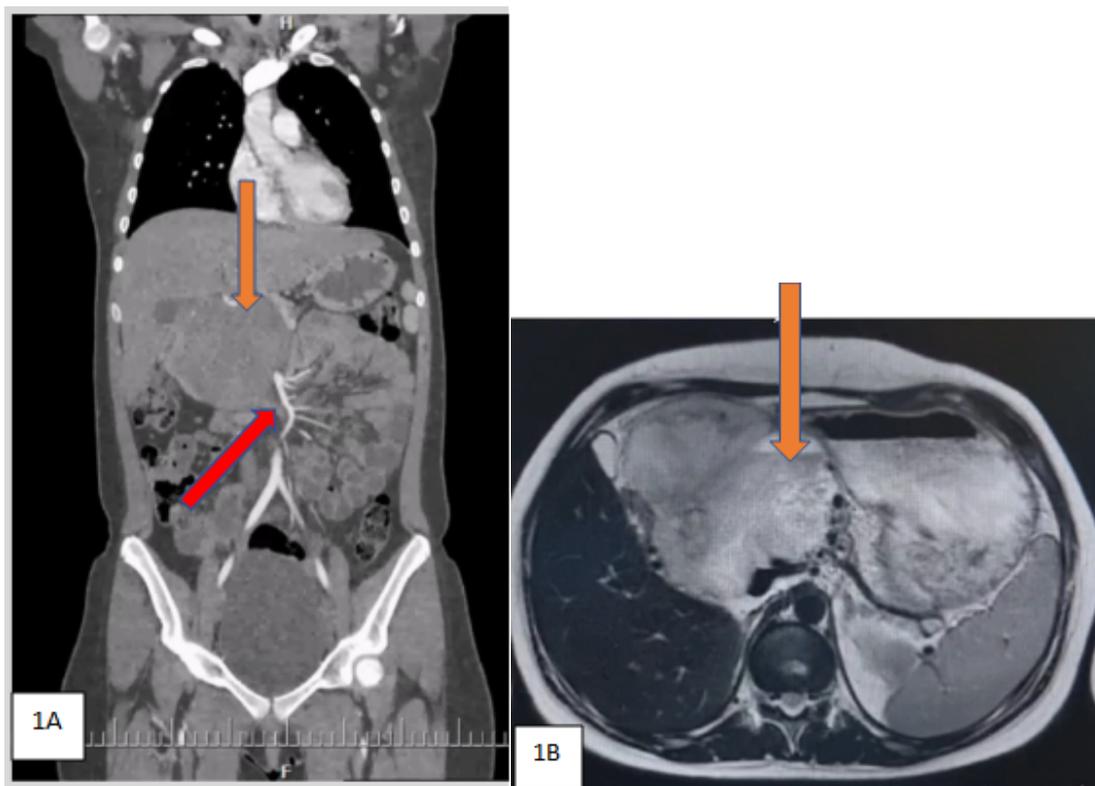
y 1B. Corte coronal y transversal de RM donde se evidencia el tumor y sus relaciones vasculares.
